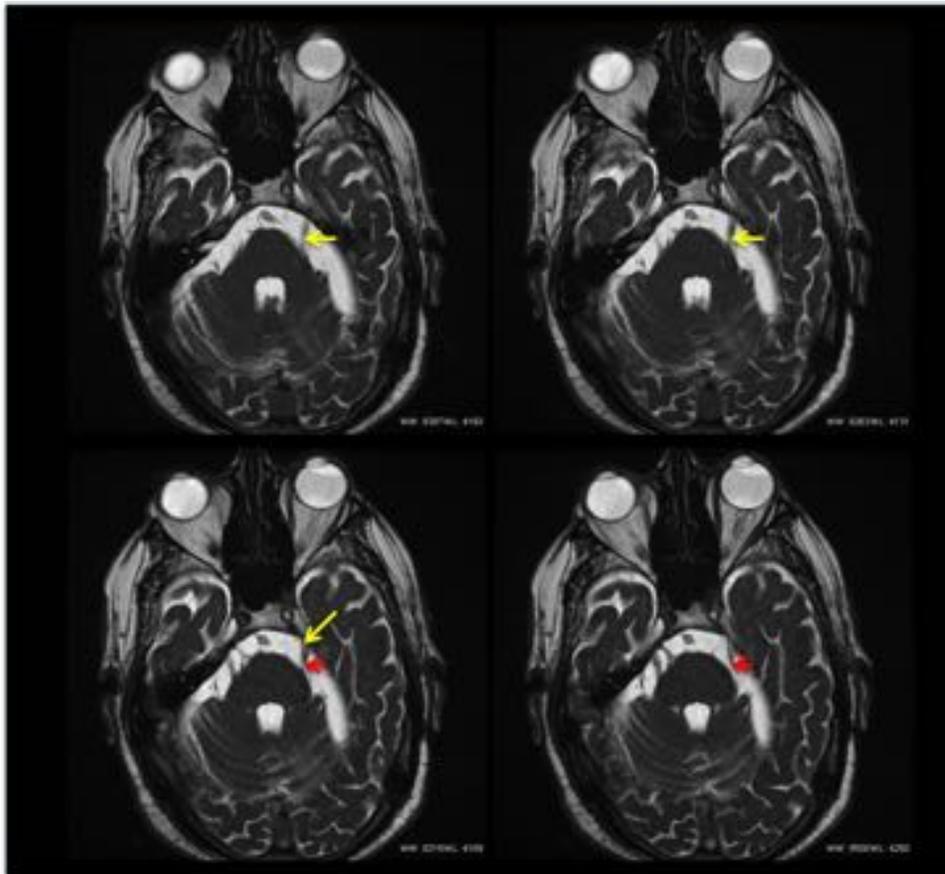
Compresión neurovascular del V izquierdo (flecha amarilla) por la arteria cerebelosa superior (flechas rojas). Secuencias axiales de RM potenciadas en T2.
